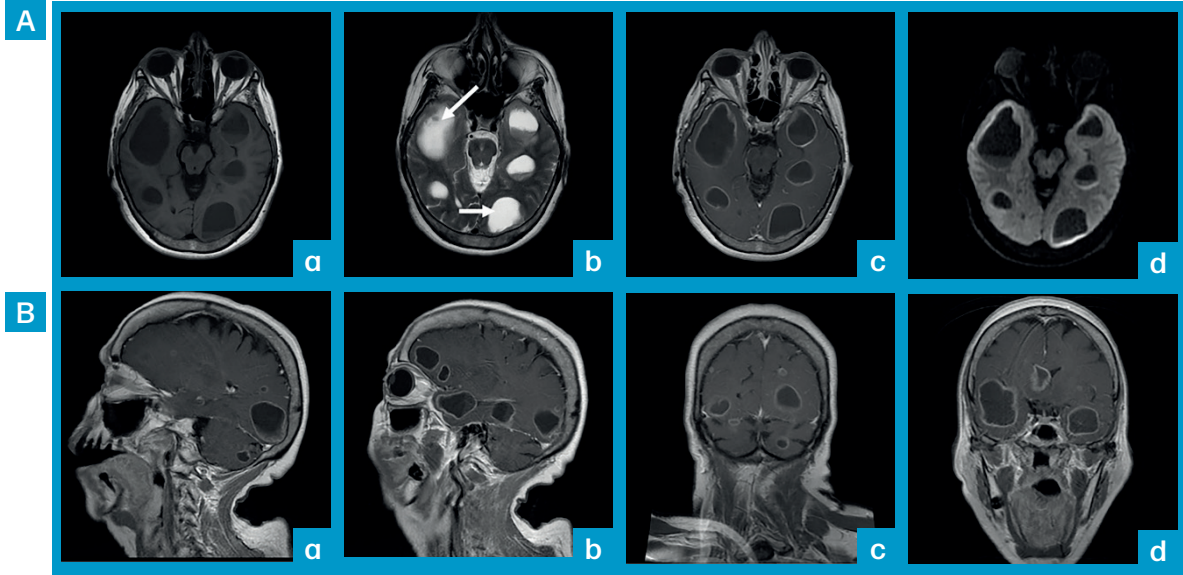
Imágenes de resonancia magnética nuclear de cráneo. A) Múltiples lesiones quísticas con realce en anillo tras la administración de contraste, sin difusión restringida, en lóbulos temporal y occipital; a) axial T1SE, b) axial T2 Propeller, c) axial T1 SE + gadolinio, d) axial DWI. B) RMN cerebral con contraste de gadolinio que muestra lesiones realizadas en anillo con distribución multilobar; a) y b) SE T1 sagital + gadolinio, c) SE coronal T1 + gadolinio con lesiones supra e infratentoriales, d) SE coronal T1 + gadolinio con lesiones temporales e intraventriculares (Victoria-Hernández *et al.*, 2020).
